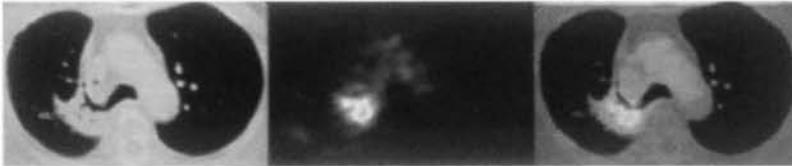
a胸部CT. b FDG-PET水平断面像. c 合成画像.
